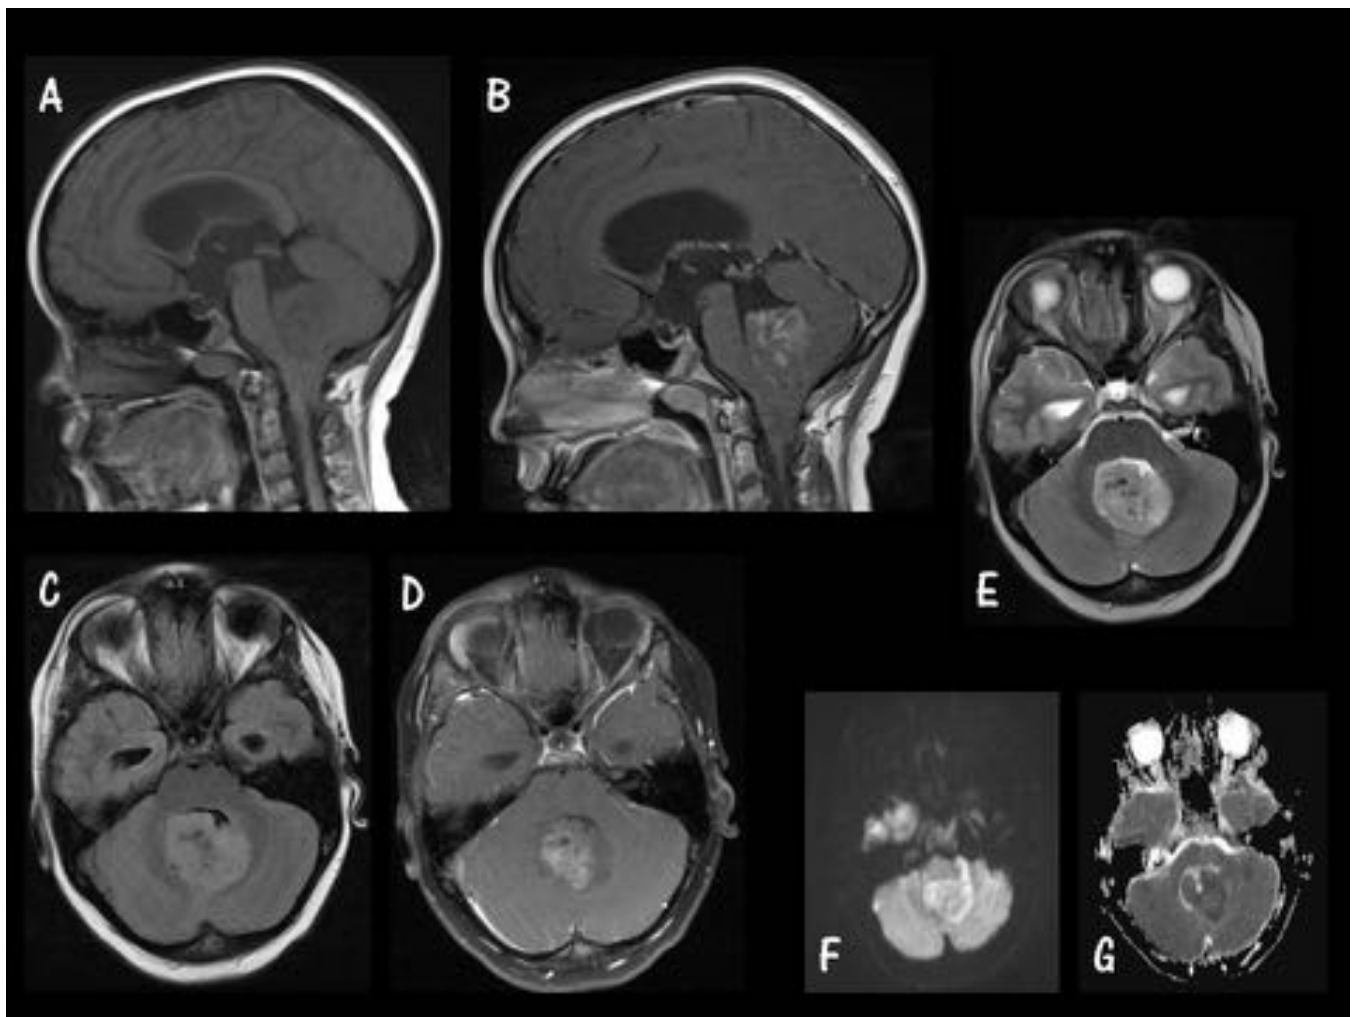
MB TÍPICO. Caso 3. A. Sagital T1 pre-GD. B. Sagital T1 post-GD. C. Axial FLAIR. D. Axial T1 post-GD. E. T2 FS. F. Difusión. G. ADC. Masa redondeada en línea media de fosa posterior, dentro del IV ventrículo, con realce heterogéneo tras la administración de CIV y que restringe en el estudio de difusión.
